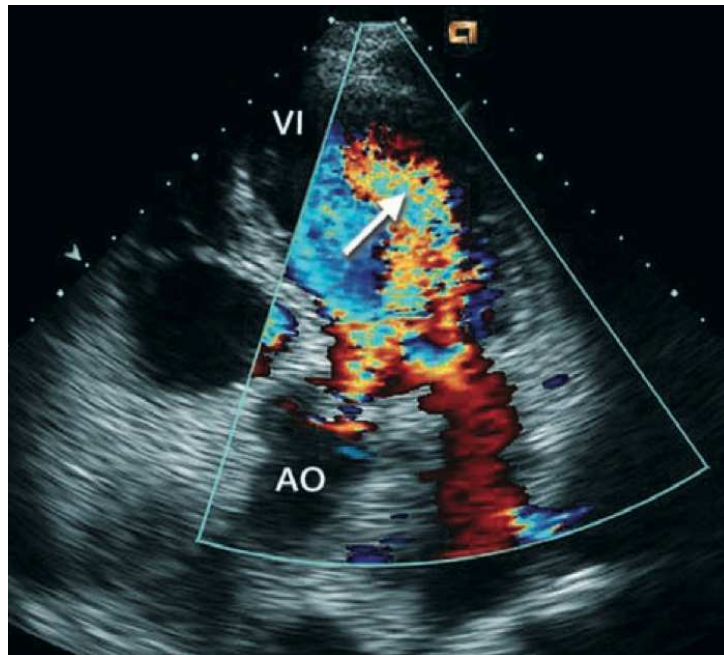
Representación de la velocidad utilizando la técnica *Doppler* color. En este ejemplo se presenta una insuficiencia aórtica severa (flecha) vista con *Doppler* color en proyección apical de cinco cámaras. AO: aorta; LV: ventrículo izquierdo o *left ventricle* (Fernández et al., 2010).
